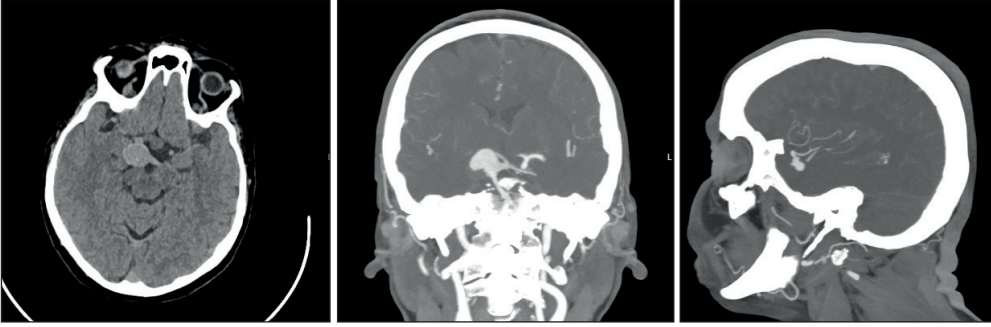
Sol MCA dev anevrizma postoperatif BT görüntüleri
